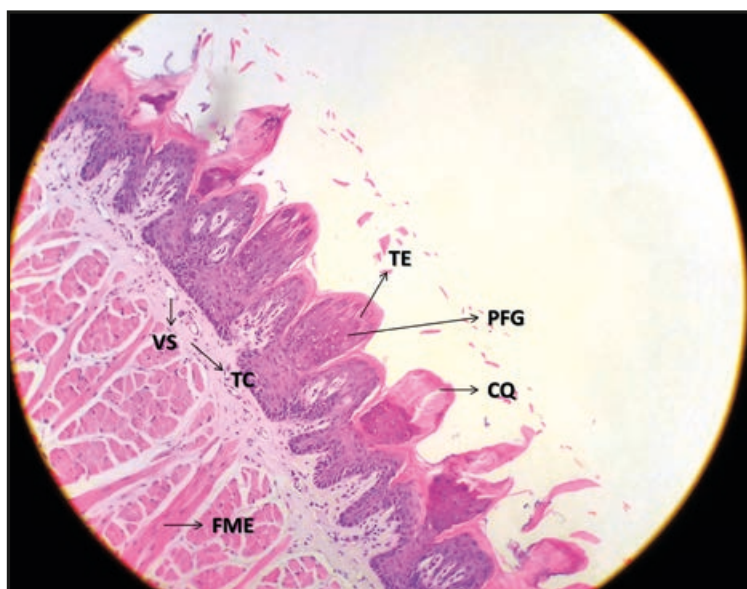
Língua. PFG: papilas fungiformes; TE: tecido epitelial; VS: vaso sanguíneo; TC: tecido conjuntivo; FME: fibra muscular estriada; CQ: camada de queratina. Ampliação: 400x. (HE).
